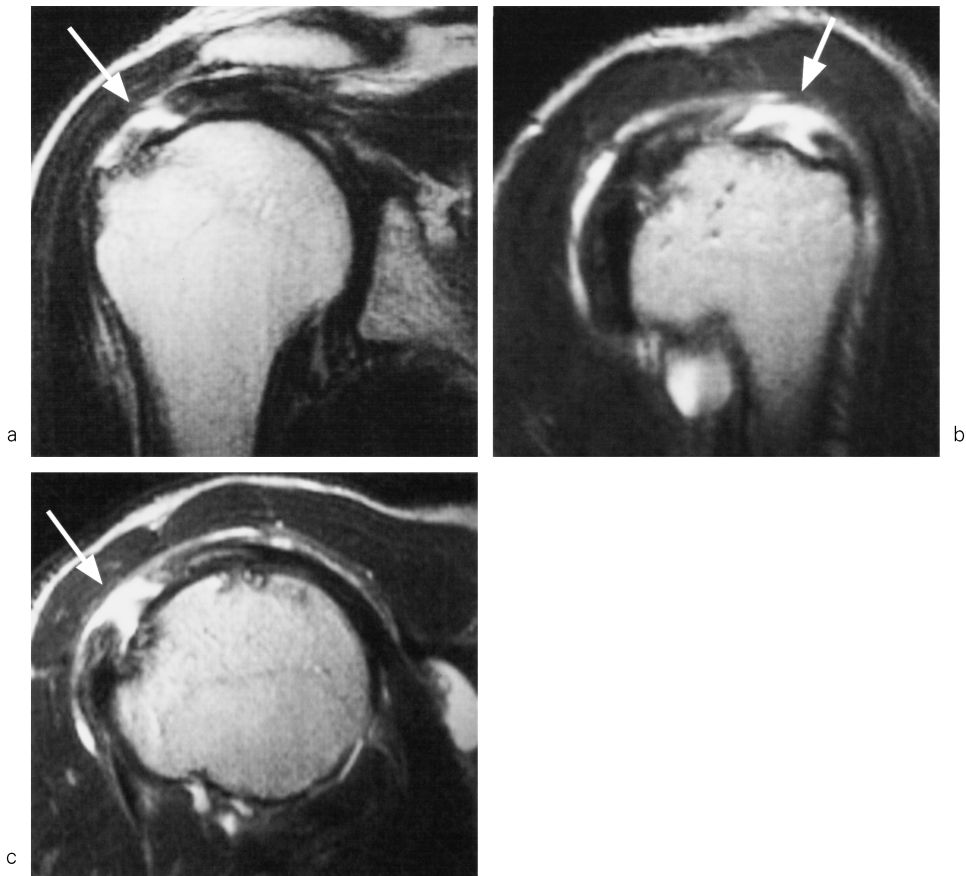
In fast-SE T2-weighted images (a: oblique coronal image, b: oblique sagittal image, c: 45° oblique sagittal image), the high-signal intensity regions (arrows) were observed in the supraspinatus tendon.
